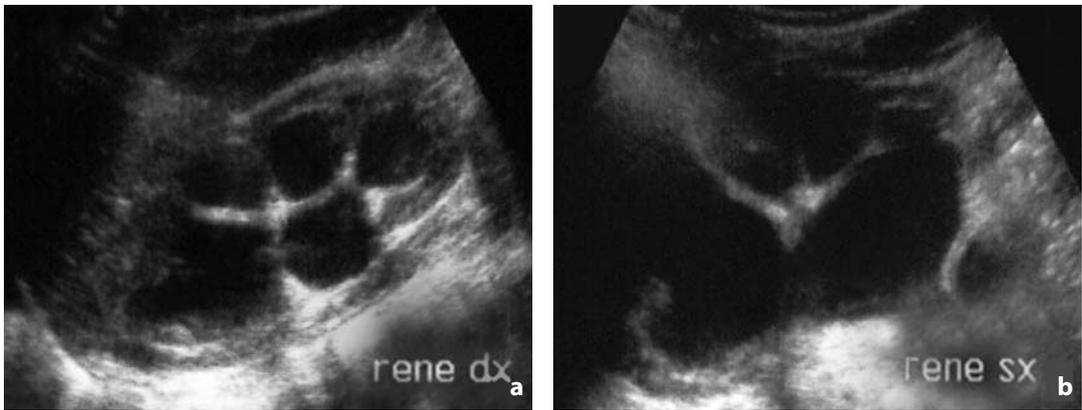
Idronefrosi. Scansione ecografica longitudinale che mostra idronefrosi bilaterale di IV grado a destra (a) e di V grado a sinistra (b)
